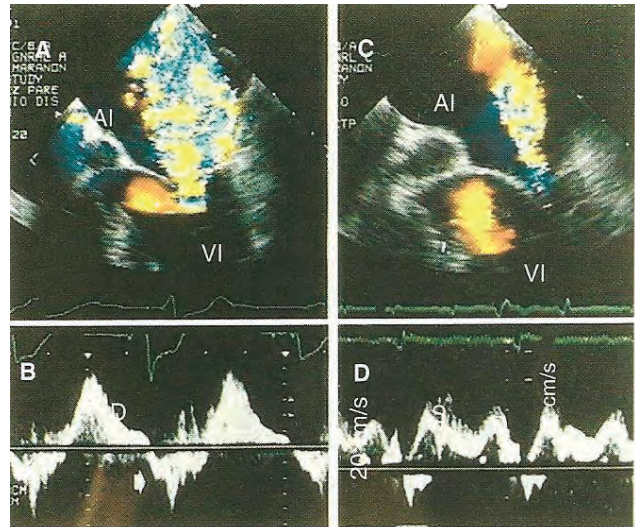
Estudio de Doppler de flujo de las venas pulmonares con Ecotransesofagico de un paciente con insuficiencia mitral severa. En el paneles A se aprecia un insuficiencia severa, en el C una insuficiencia moderada. La señal de Doppler pulsado en la vena pulmonar superior izquierda, muestra un flujo sistólico reverso en el panel B, y normalizado en el panel D
